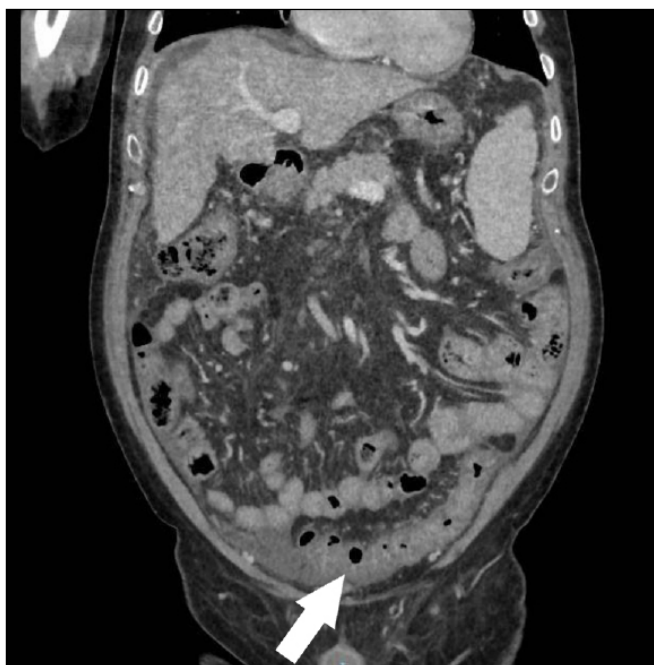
TC Abdomen. Corte Coronal - Engrosamiento parietal y edema transmural de marco cólico, sigma y recto, que asocia abundantes cambios inflamatorios del tejido graso circundante, más marcado en colon izquierdo.
